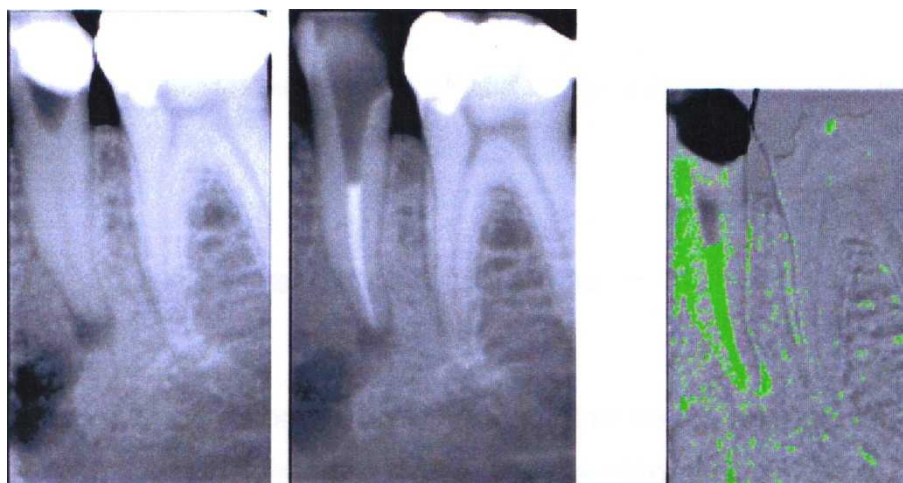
Exemple de soustraction numérique : à gauche la radiographie avant traitement endodontique, au centre le cliché après traitement de racine et à droite le résultat de la soustraction entre les deux images avec colorisation des différences [58]
